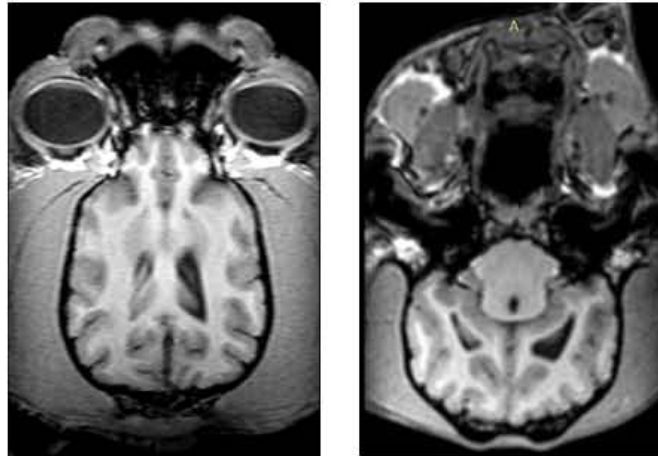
3T MRI를 이용한 뇌 MRI 영상 확인
